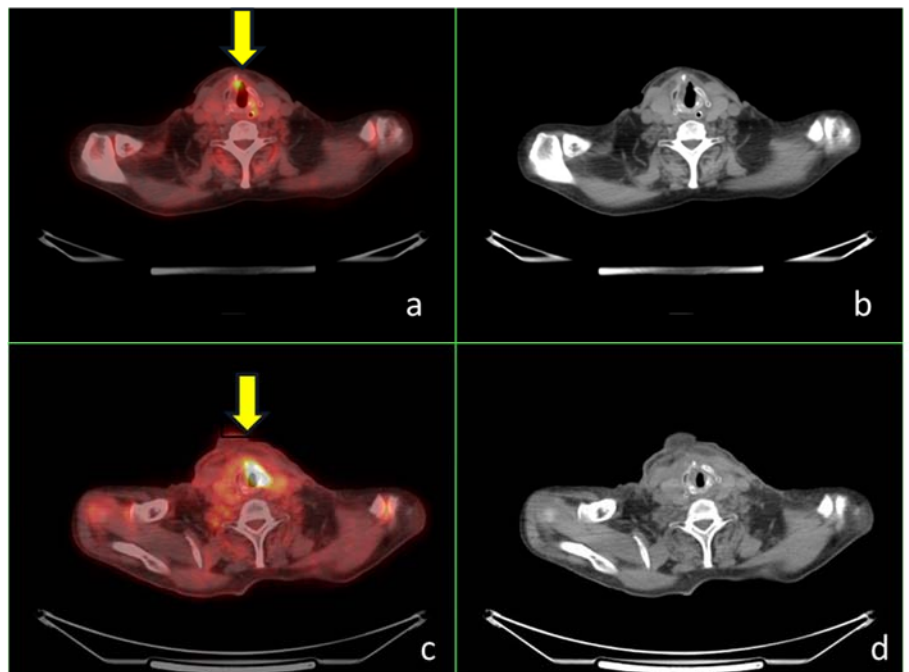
Axial CT and fusion slices of PET/CT at the level of glottic region on previous PET CT. Moderately increased activity (SUV max: 5) (arrow) was noted on the anterior glottic region suspicious for residual disease (a, b).
